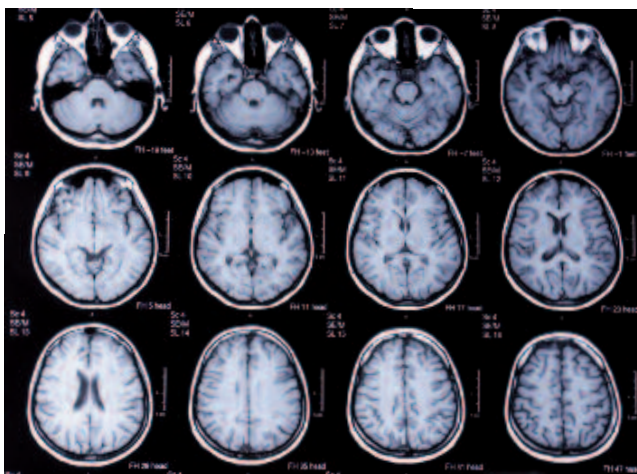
MRT-Darstellung der Struktur des Gehirns
